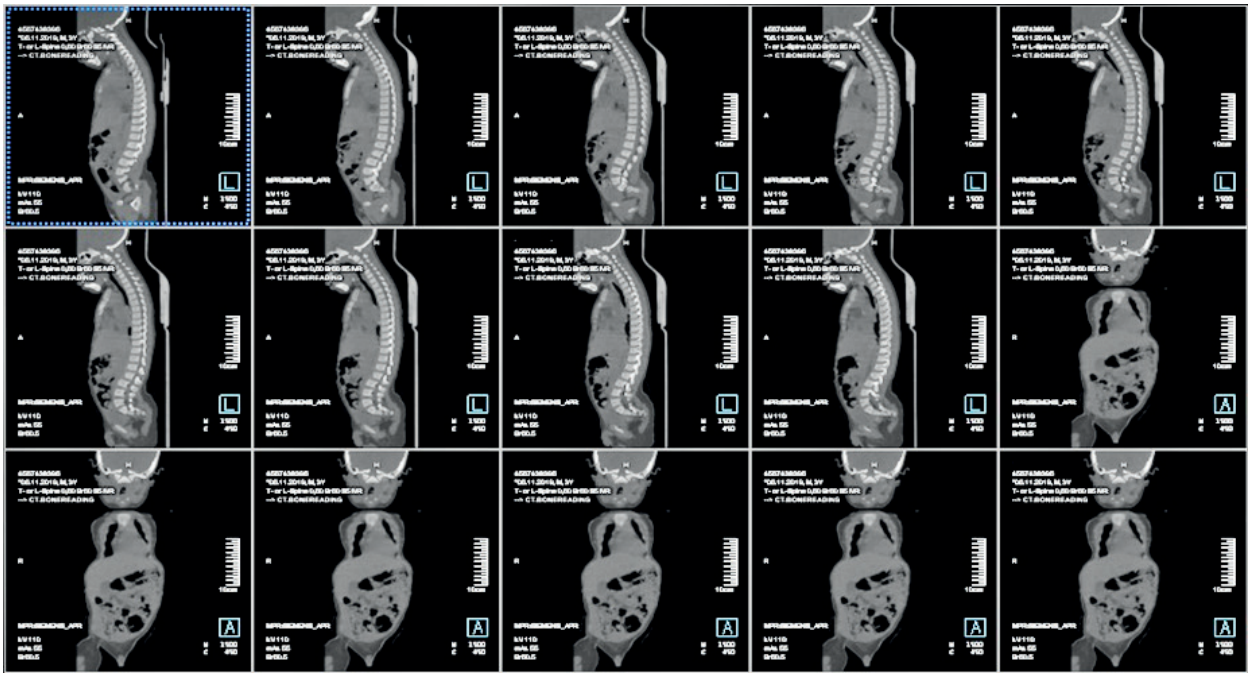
КТ-признаки ахондроплазии шейного, грудного и поясничного отделов позвоночника (на уровне Th11-12 – L1-L2)
